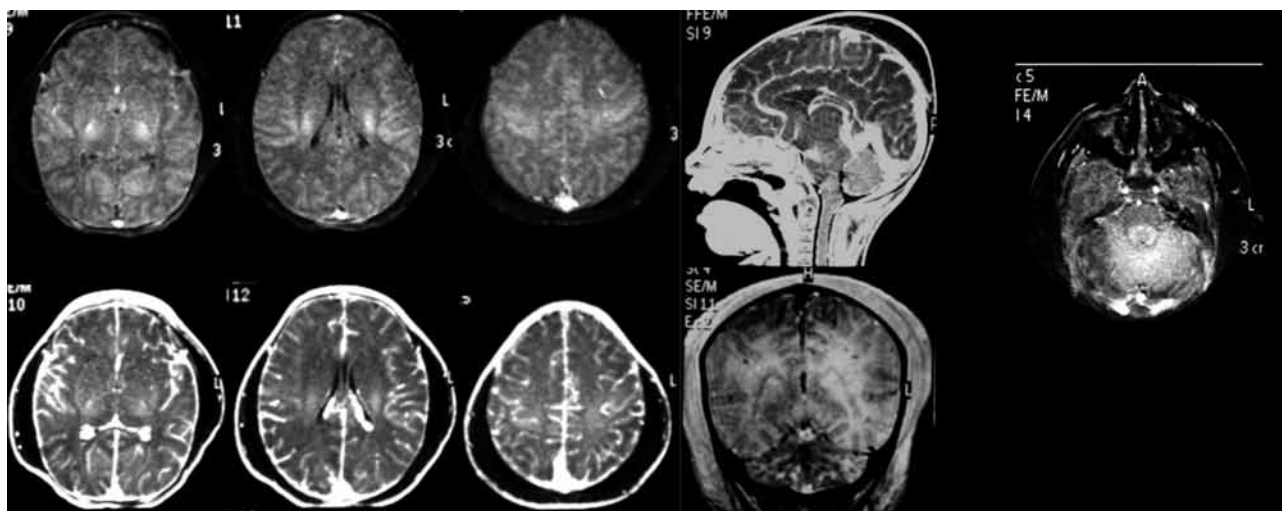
Resonancia magnética del día 10-12-09 donde se observa un importante aumento en los tejidos blandos. El puente con intensidad de señal normal. El resto del cráneo presenta surcos definidos aunque con aumento en el reforzamiento meníngeo. No se observan otras lesiones ocupantes de espacio.
